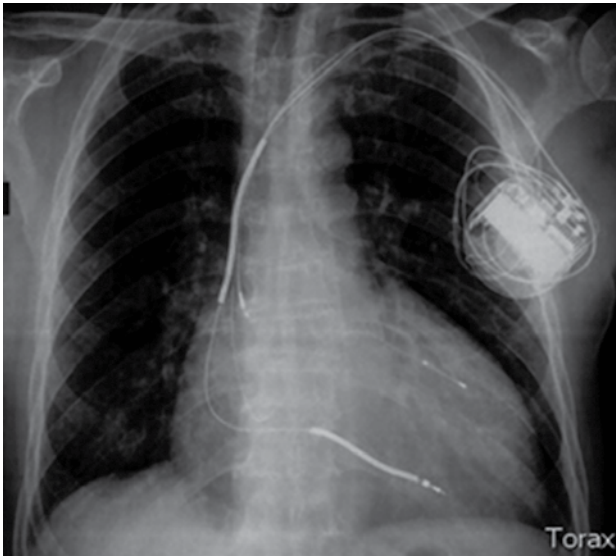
Radiografía de tórax. Se observa la posición adecuada de los tres electrodos en la aurícula derecha, el ventrículo derecho y el seno coronario
